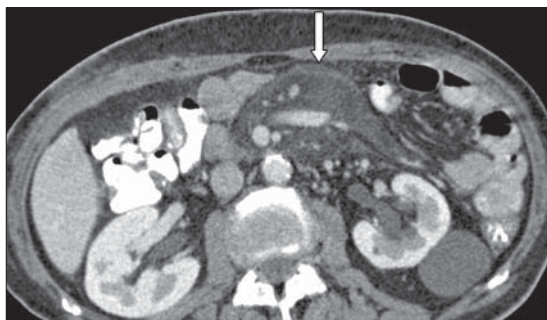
TC de Abdomen que muestra aumento de la densidad de la grasa mesentérica y la formación de la pseudocápsula (flecha).
